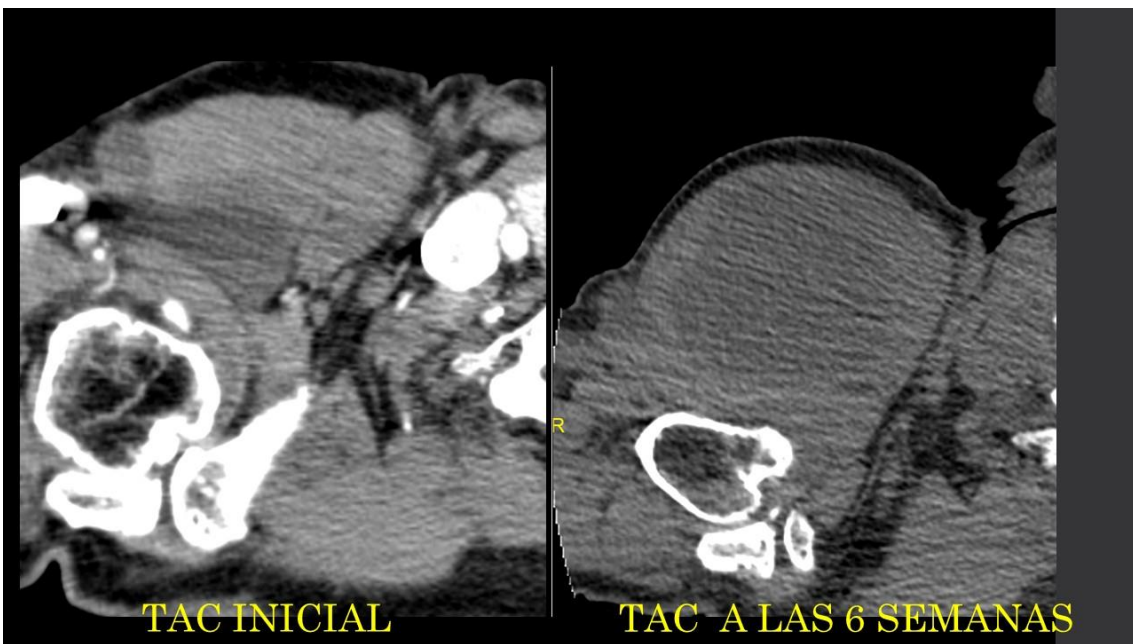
Imágenes TC del estudio inicial con contraste (control anual) y estudio basal seis semanas más tarde de la misma zona.
